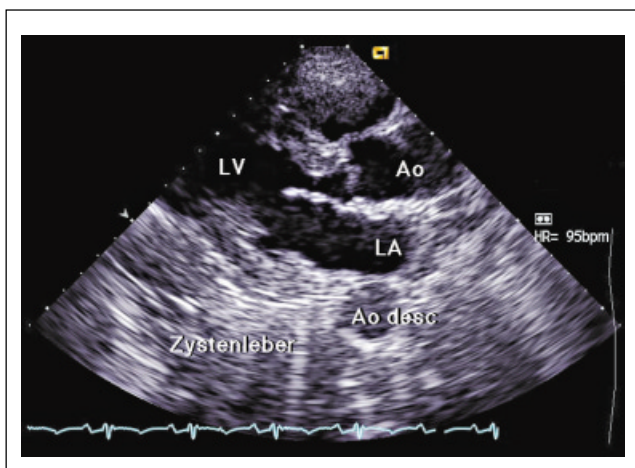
Parasternale lange Achse: Reguläre Größe aller Herzhöhlen, auch die Klappen sind unauffällig. Extrakardial in Angrenzung zur posterolateralen Wand findet sich inhomogen strukturiertes Gewebe, welches der zystisch veränderten Leber entspricht. LA = linker Vorhof, LV = linker Ventrikel, Ao = Aorta, Ao desc = Aorta descendens.
